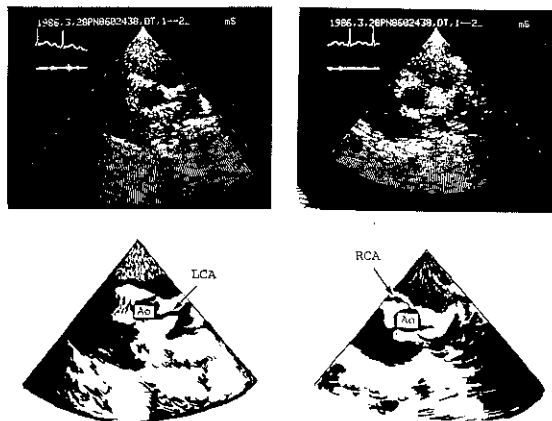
冠状動脈断層心エコー 3/28 '86 (第28病日)
